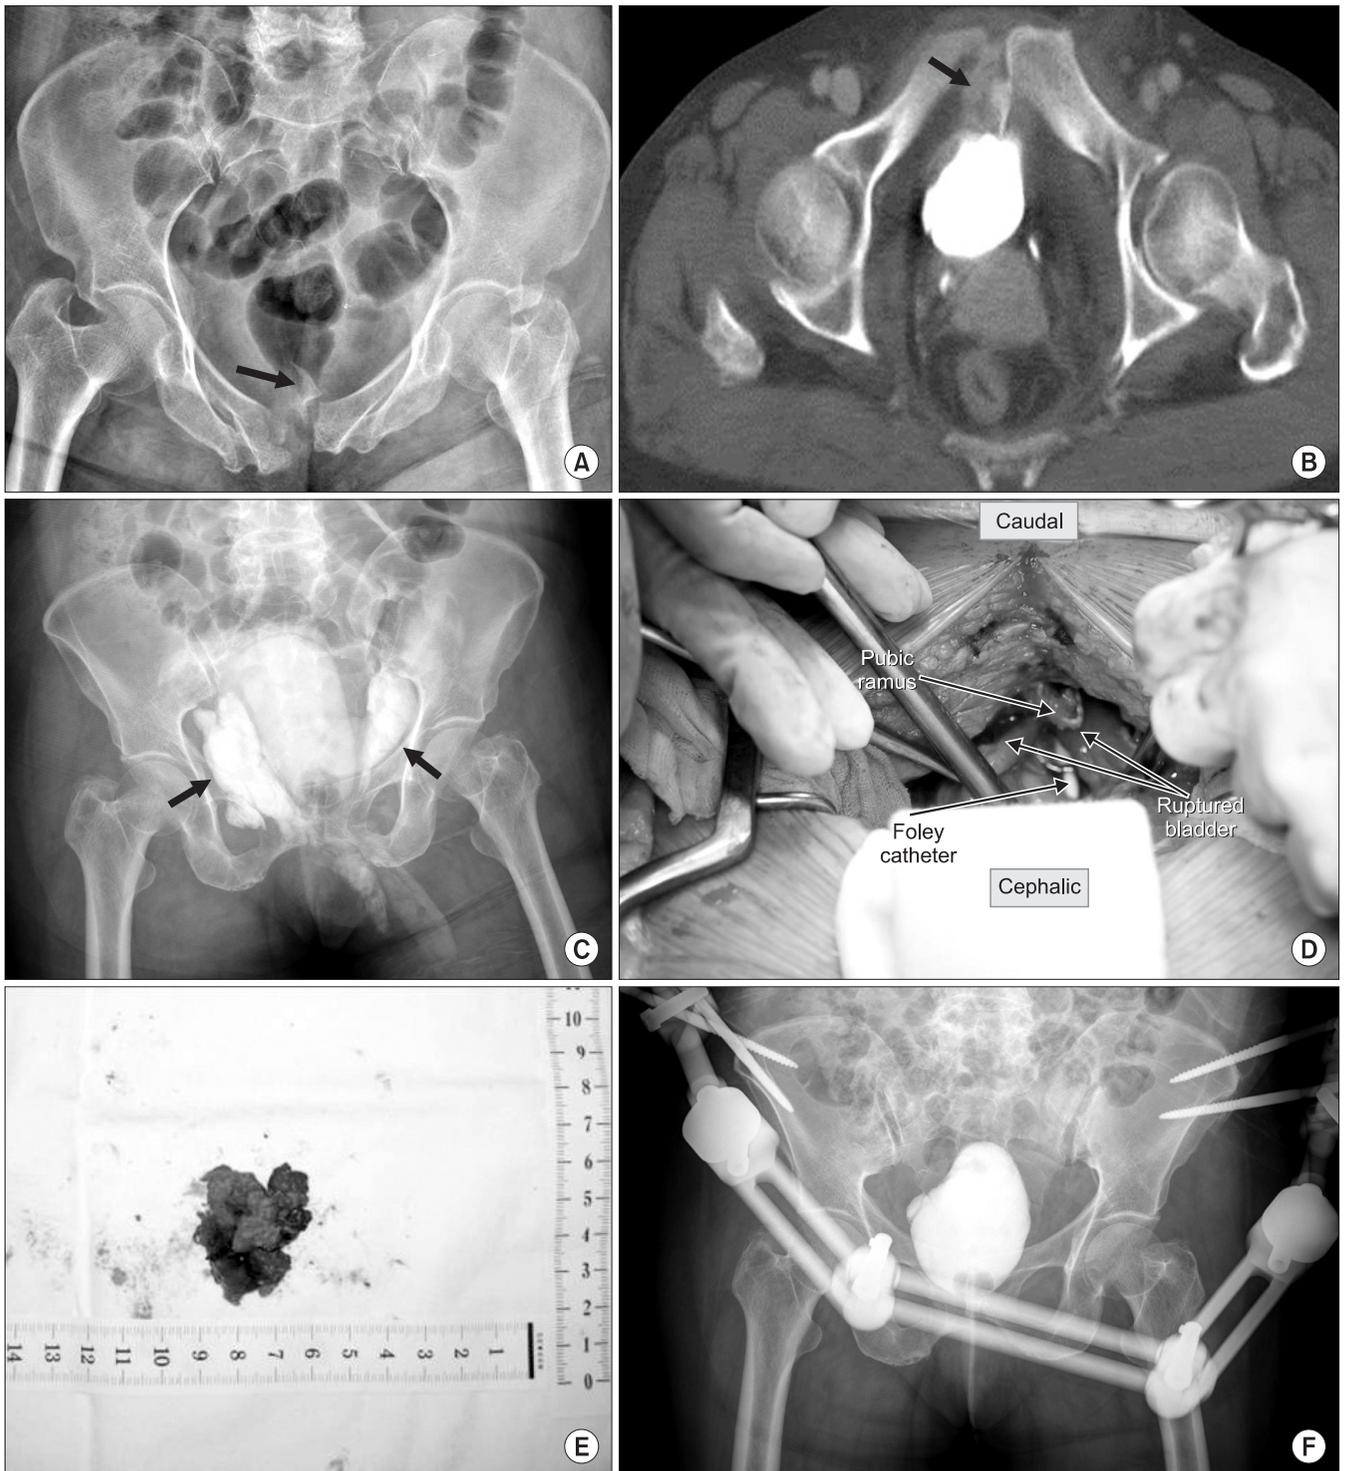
A 59-year-old female patient was injured after falling down, with occurrence of right pubic inferior ramus fracture, left sacral alar fracture, and sacroiliac joint separation (not classified by Young classification). (A) Pelvic inlet image shows bony fragments of the right pubic inferior ramus fracture (black arrow). (B) Pelvis computed tomography axial view shows bladder rupture by bony fragments of the pubic ramus (black arrow). (C) Cystogram shows extraperitoneal contrast material extravasation extending around the bladder (black arrows). This cystogram shows an extraperitoneal bladder rupture. (D) Clinical picture shows intraoperative finding that bladder ruptured by bony fragments of the pubic ramus. (E) Excision of bony fragments. (F) Cystogram shows a well-repaired bladder with no contrast leakage at two weeks after the operation.
